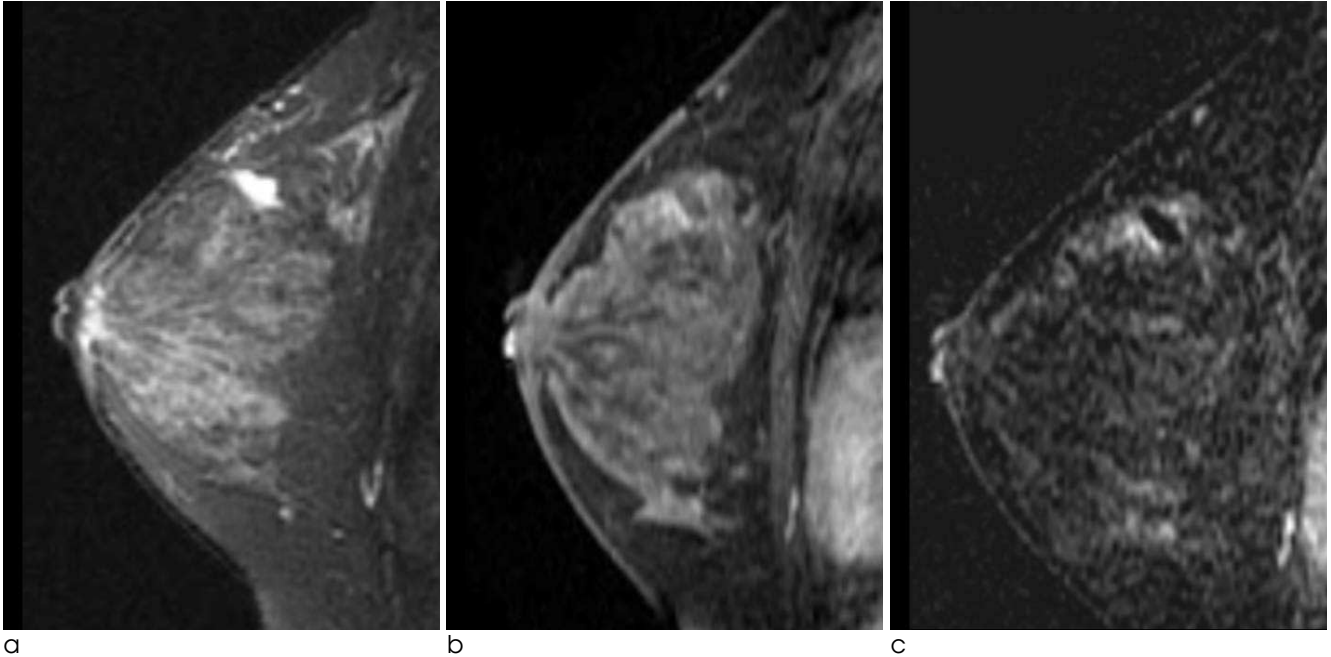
31-year-old woman with false-negative findings on MRI. MRI was performed 189days after excisional biopsy
